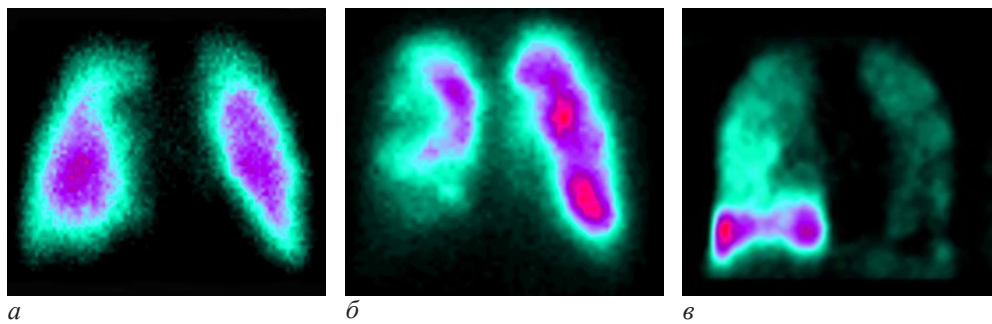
Изменения микроциркуляции в легких у пациентов на этапах формирования ХОБЛ: *а* – начальная стадия. Микроциркуляция снижена в верхних отделах, в плащевой зоне легких; *б* – этап среднетяжелого течения заболевания. Появляются локальные зоны редукции кровотока сегментарного и субсегментарного уровня; *в* – крайне-тяжелое течение заболевания. Значительные изменения микроциркуляции. Перфузия остается относительно сохранной в нижней доле правого легкого
